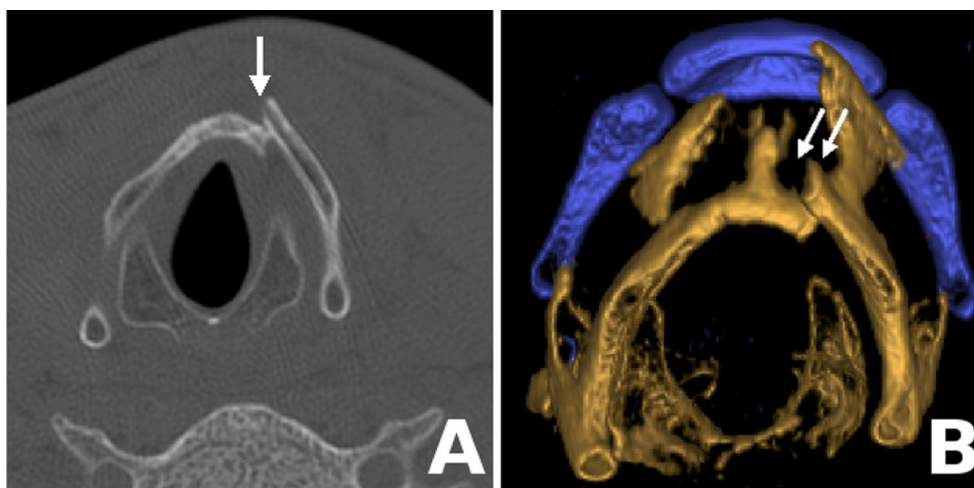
Coupe TDM axiale (A) reconstruite en fenêtre osseuse au niveau du cartilage thyroïde et reconstruction tridimensionnelle (B) des structures cartilagineuses du cou illustrant un déplacement antérieur d'une fracture de la partie antérieure de la lame gauche du cartilage thyroïde (flèches)
